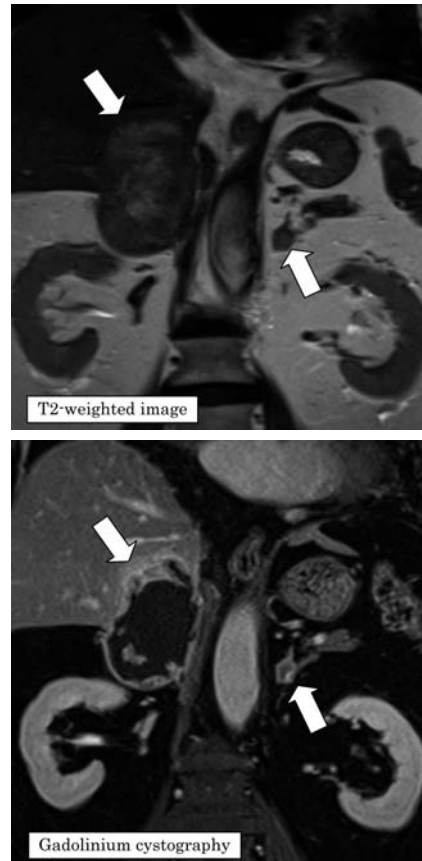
Magnetic resonance imaging (MRI). Both adrenal glands showed a tumor. The right adrenal gland invaded the liver partially and was the evidence that malignant disorder was suspected to be metastatic malignancy tumor and adrenal cancer or malignant lymphoma. The benign adrenal adenoma was negative with no fat presence in chemical shift imaging of the T1 emphasis image.
